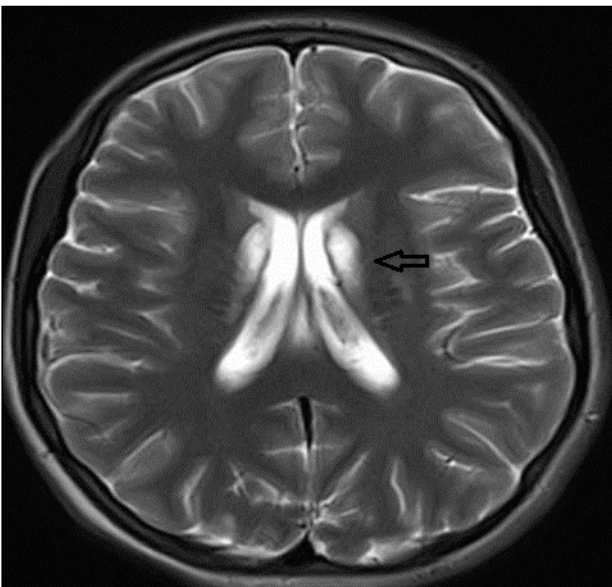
Kranial MRG, aksiyel T2AG, bilateral putamen (siyah ok) ve kaudat nukleus (betaz ok) düzeyinde hiperintens lezyonlar izleniyor.
